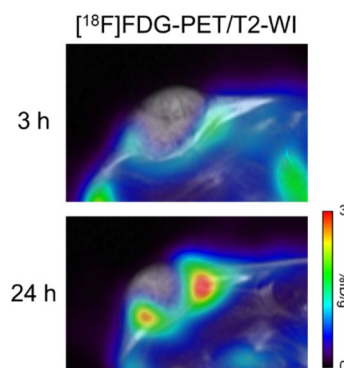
$^{18}\text{F}$ FDG-PET 画像と T2-WI の重ね合わせ
